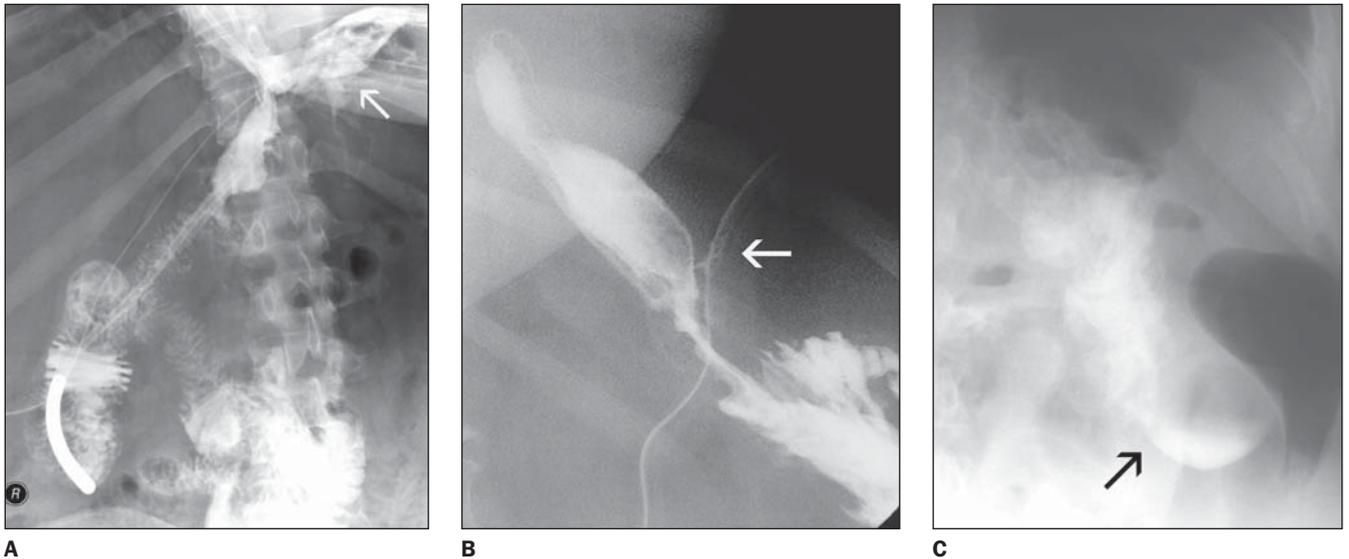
Aspectos de fístulas na SEG: A: Grande extravasamento de contraste para o espaço subfrênico esquerdo (seta). B: Pequena fístula da anastomose orientada para o dreno cirúrgico (seta). C: Aspecto bizarro de contraste à SEGJ (seta), não-conclusivo entre extravasamento e alça ectasiada. A TC (não-apresentada) evidenciou extravasamento de contraste em torno do estômago excluído.
